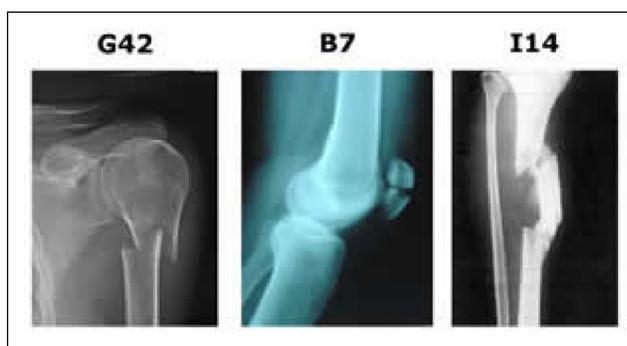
Ejemplos de Radiografías proyectadas en el juego.
